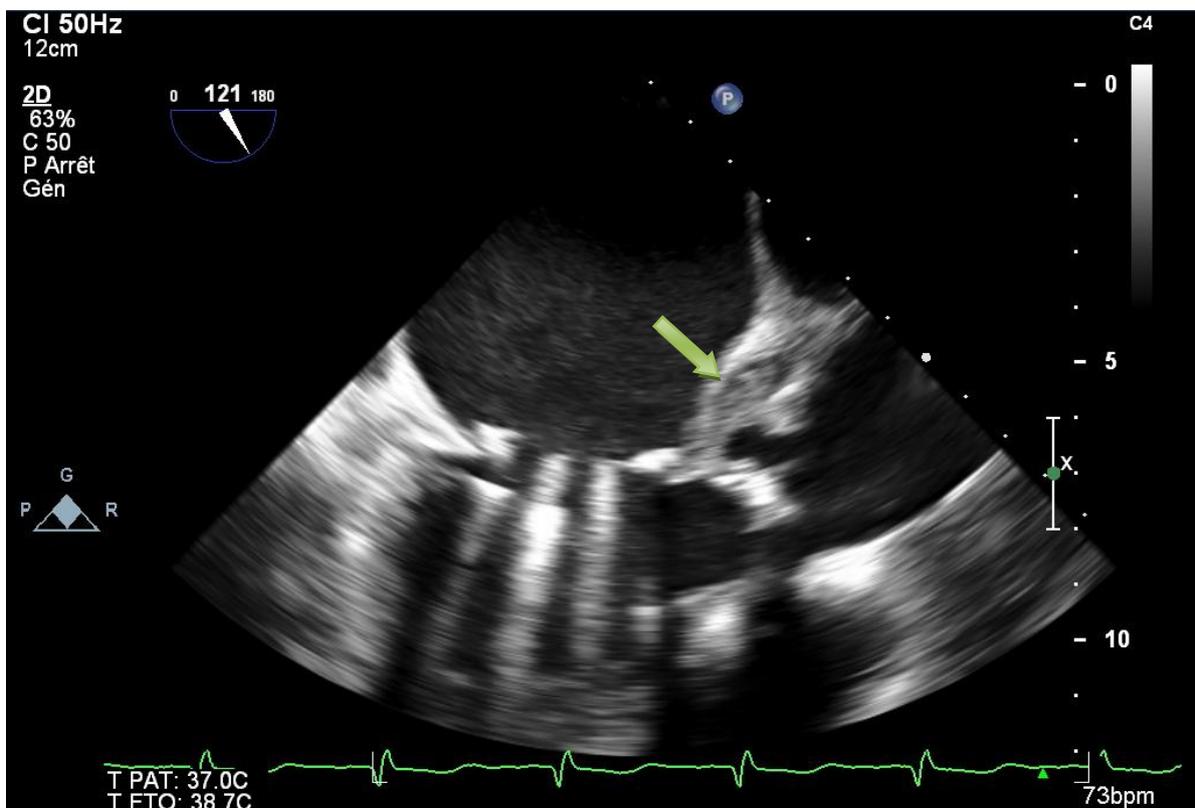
une échographie trans œsophagienne objectivant la présence d'un abcès de l'anneau aortique
